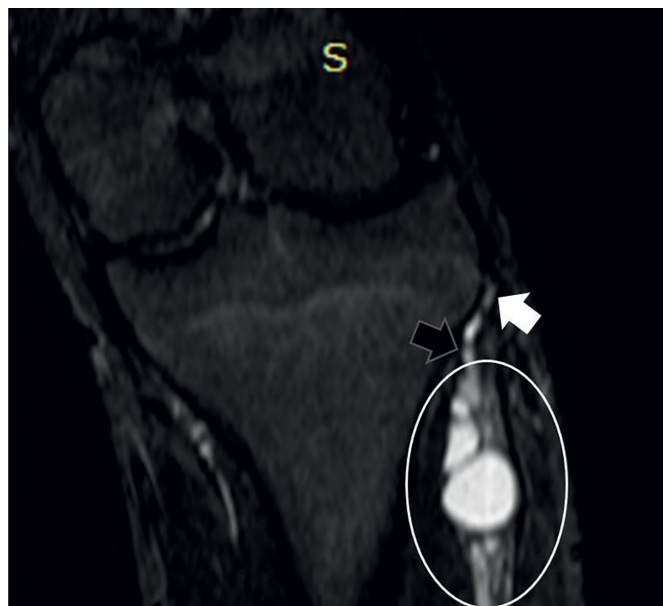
МРТ области левого коленного сустава во фронтальной плоскости в T2-режиме пациента Ш. в возрасте 16 лет.
